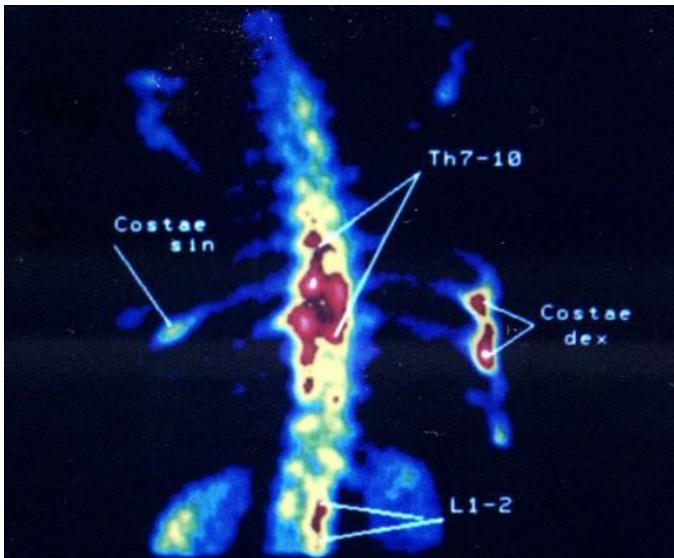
Остеосцинтиграфия с  $^{99m}\text{Tc}$ -пирофосфатом.
